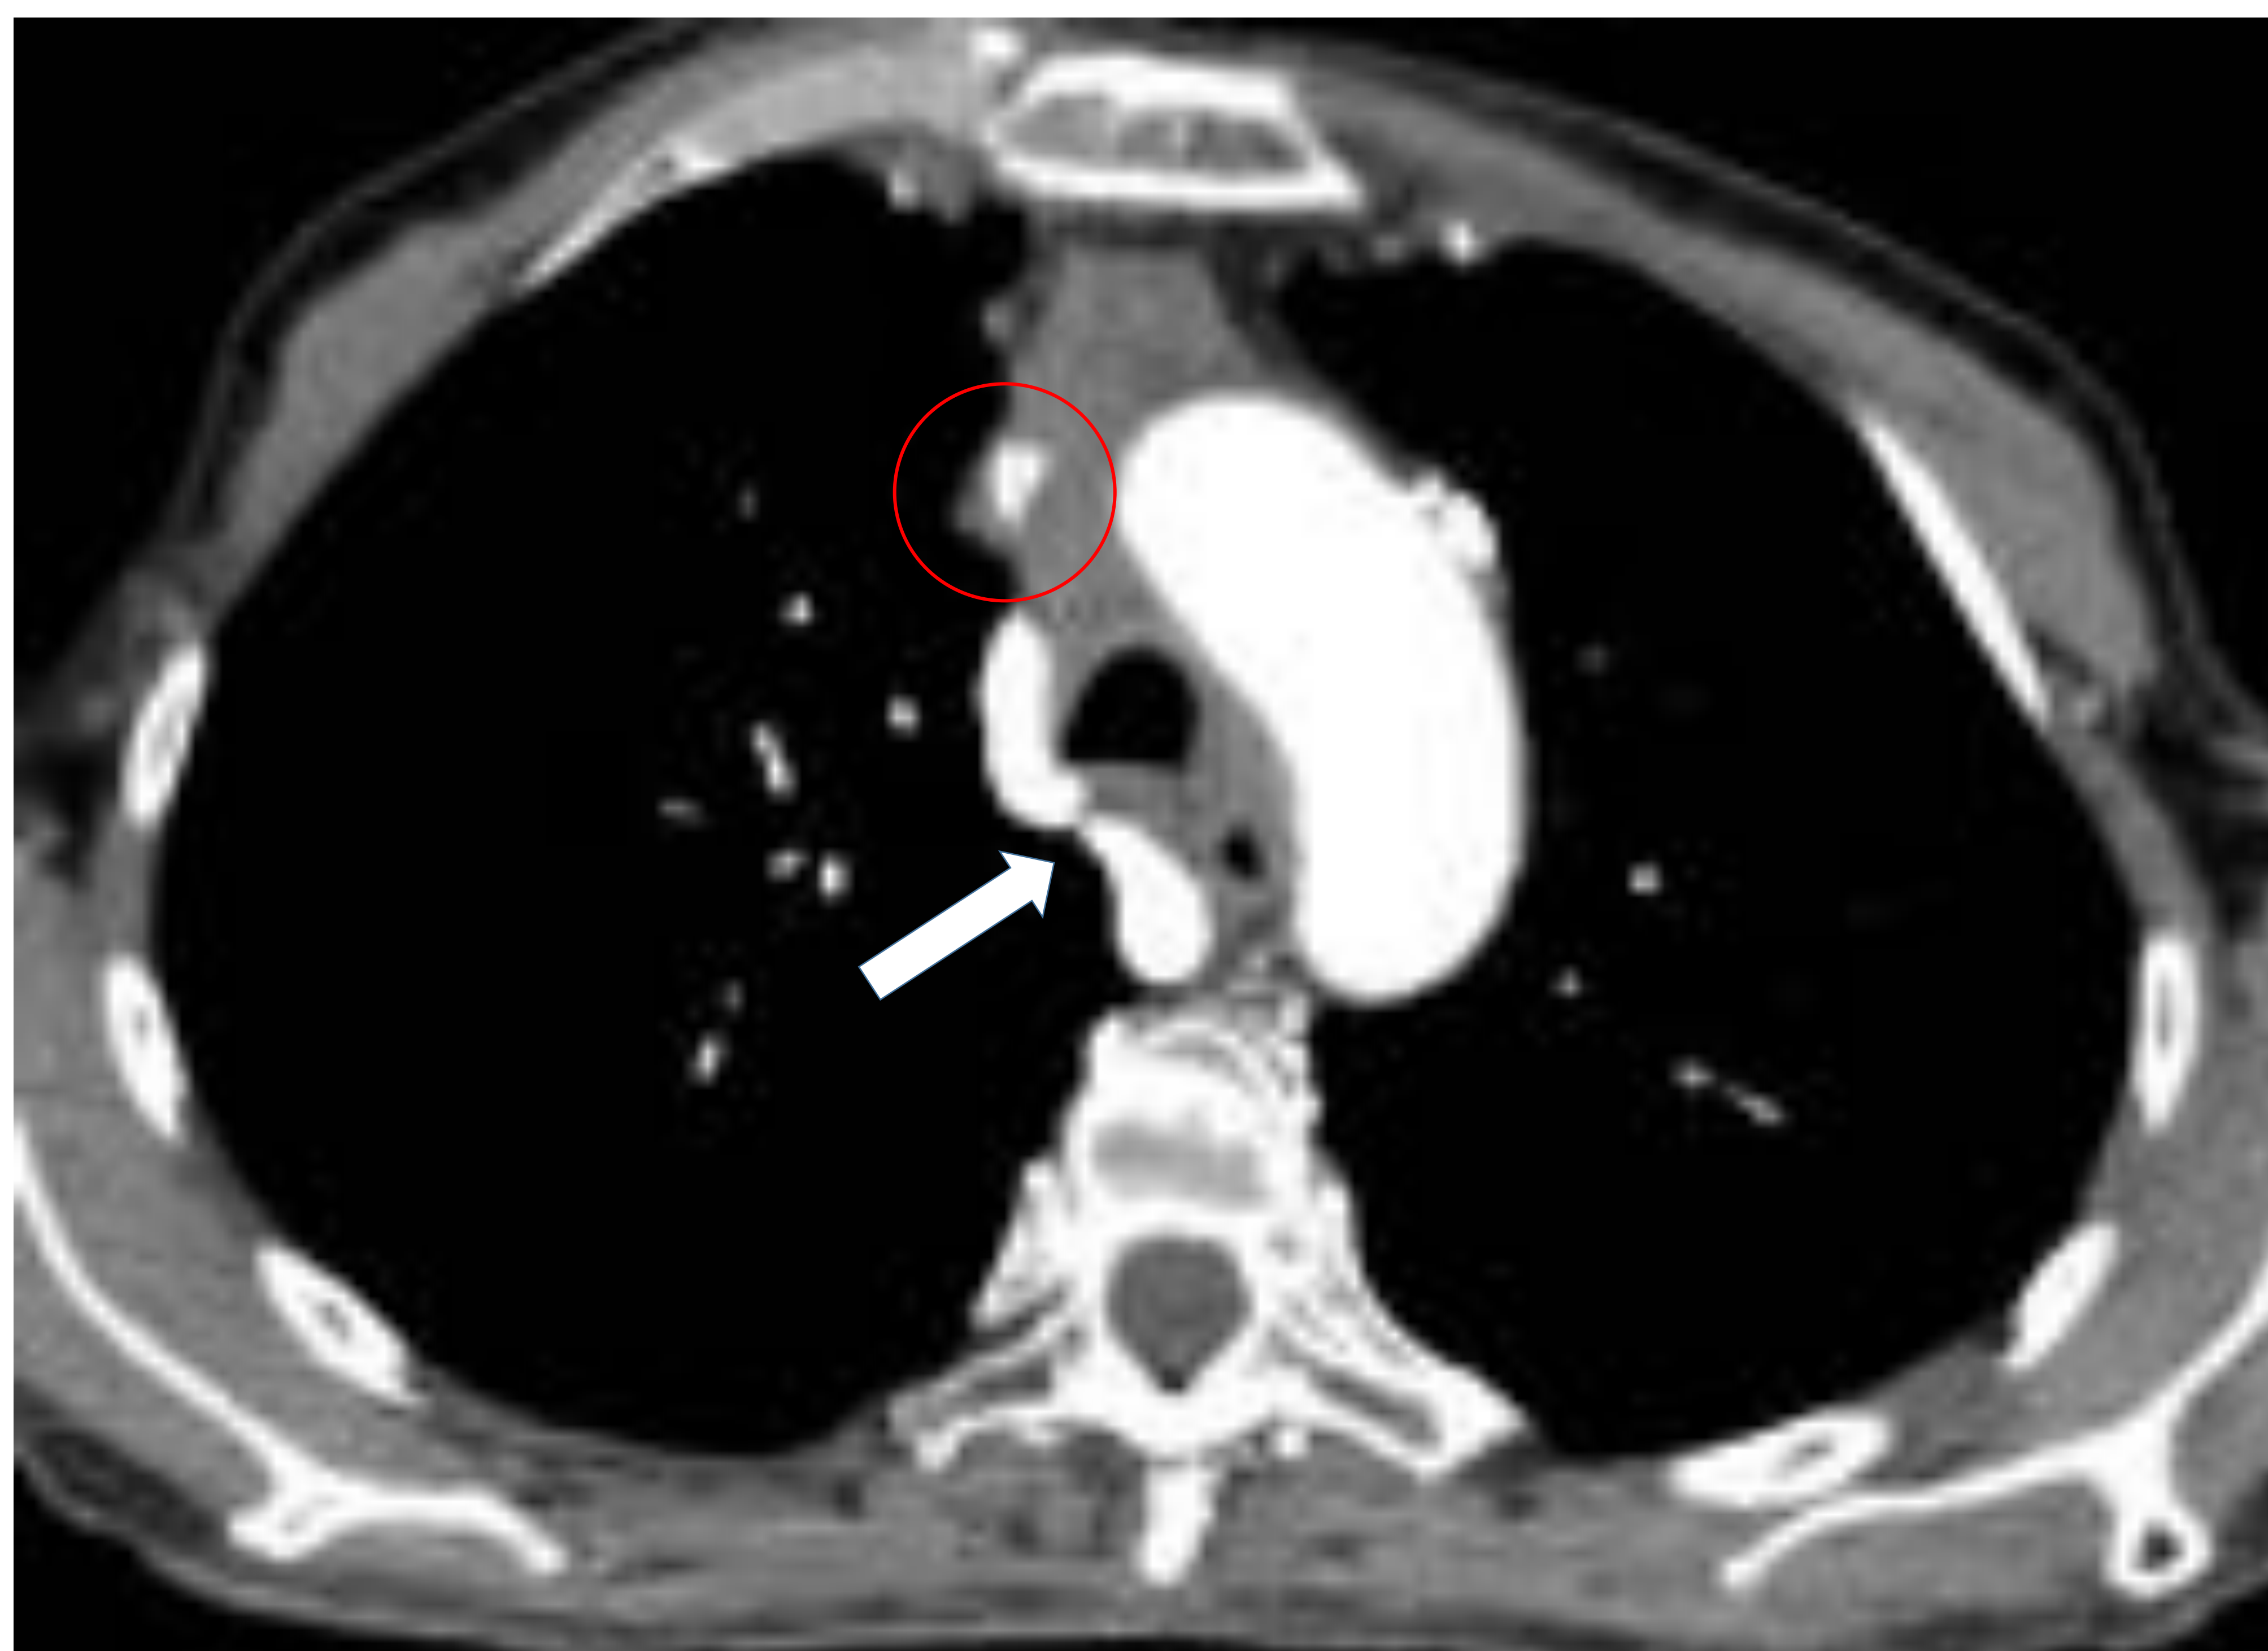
TC torácica axial con CIV. Se observa una estenosis de la VCS (círculo) debido a la compresión extrínseca ejercida por una masa mediastínica anterior, con marcada ingurgitación de la vena ácigos (flecha).
